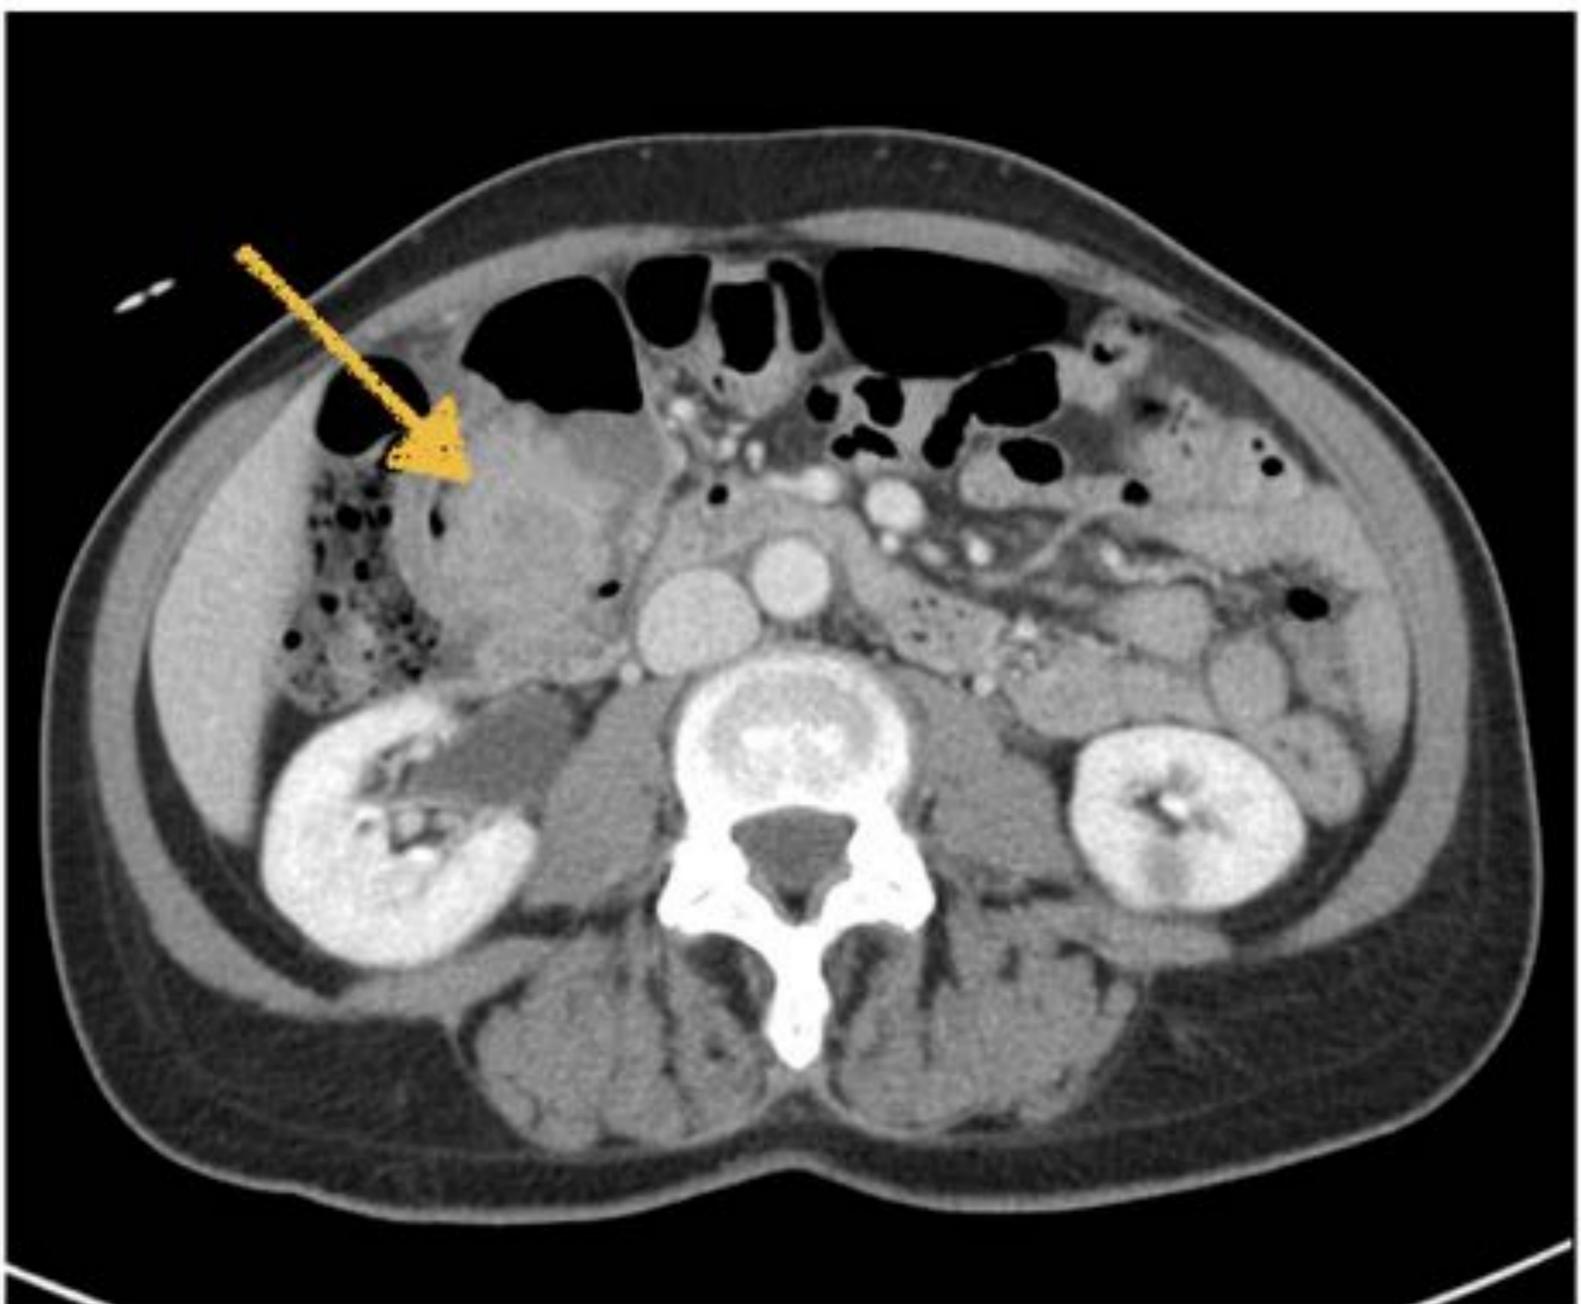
Axial de TC, Invaginación colocolica en ángulo hepático del colon secundaria a la existencia de una tumoración sólida de 4 x 4 cm. Produce leve dilatación retrógrada de colon ascendente.
